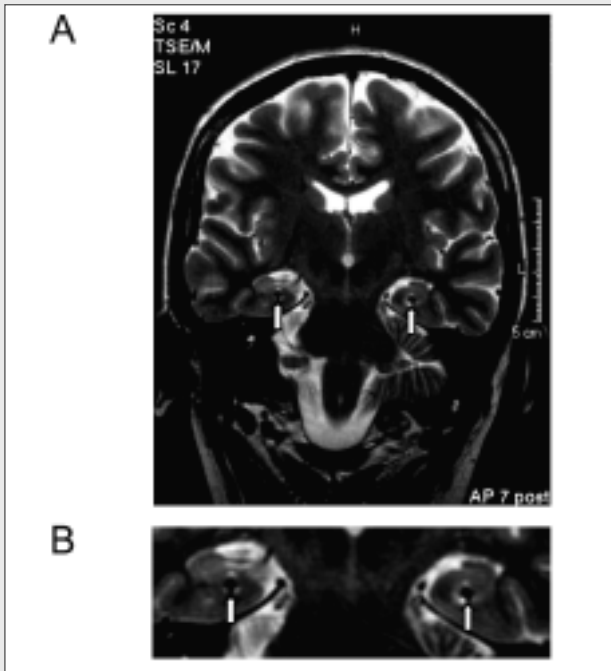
Postoperative MRT-Kontrolle der Elektrodenlage. (A) Koronare T2-gewichtete Darstellung hippocampaler Tiefenelektroden-Kontakte in situ. (B) Vergrößerung temporo-mesialer Strukturen. Die Pfeile zeigen auf jeweils einen der 10 Kontakte der stereotaktisch von okzipital in der Längsachse der Hippokampi implantierten Tiefenelektroden.
